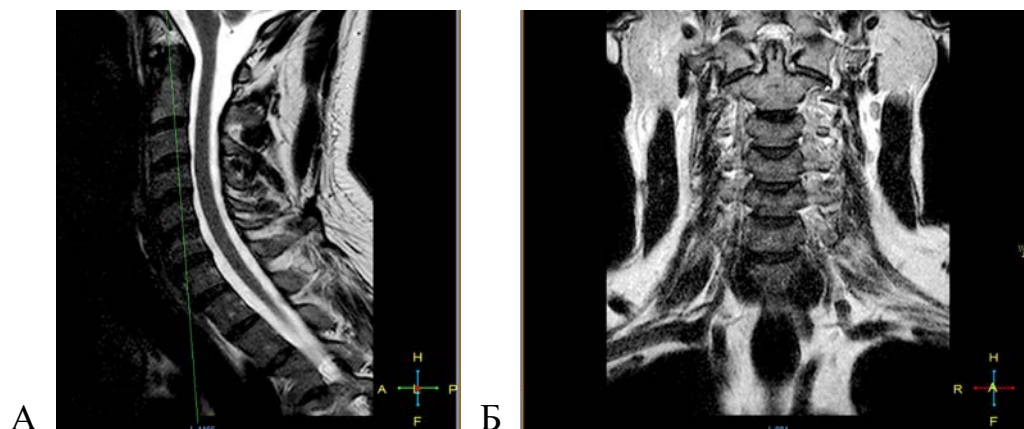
МРТ-изображения шейного отдела позвоночника пациента 35 лет с дорсопатией шейно-грудной локализации без смещений дискового материала:
